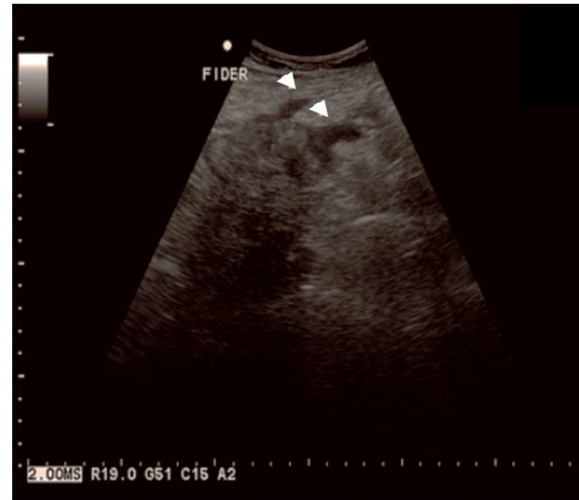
Ultrasonografía de abdomen, se observa a nivel de fosa iliaca derecha imagen heterogénea predominantemente hipocóica y presencia de líquido libre (flechas), hallazgos que sugieren colección.
